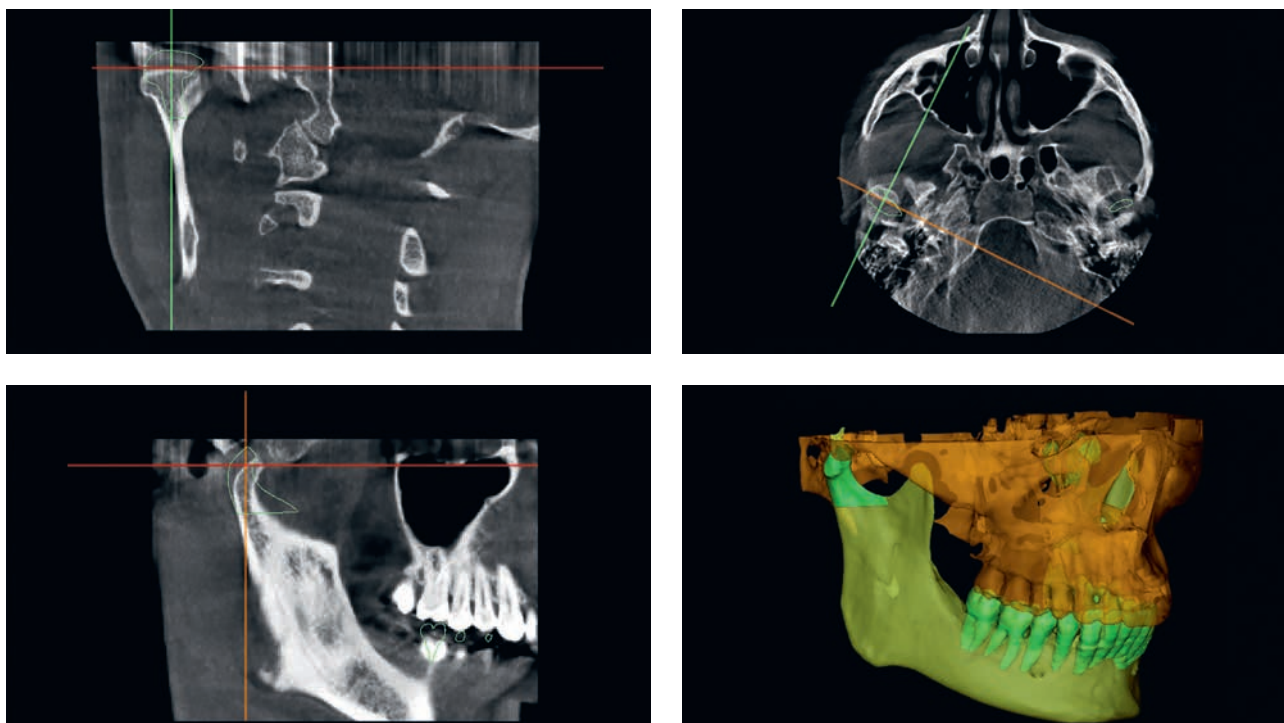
Анализ контуров правой суставной головки на срезах, полученных при КТ-исследовании
